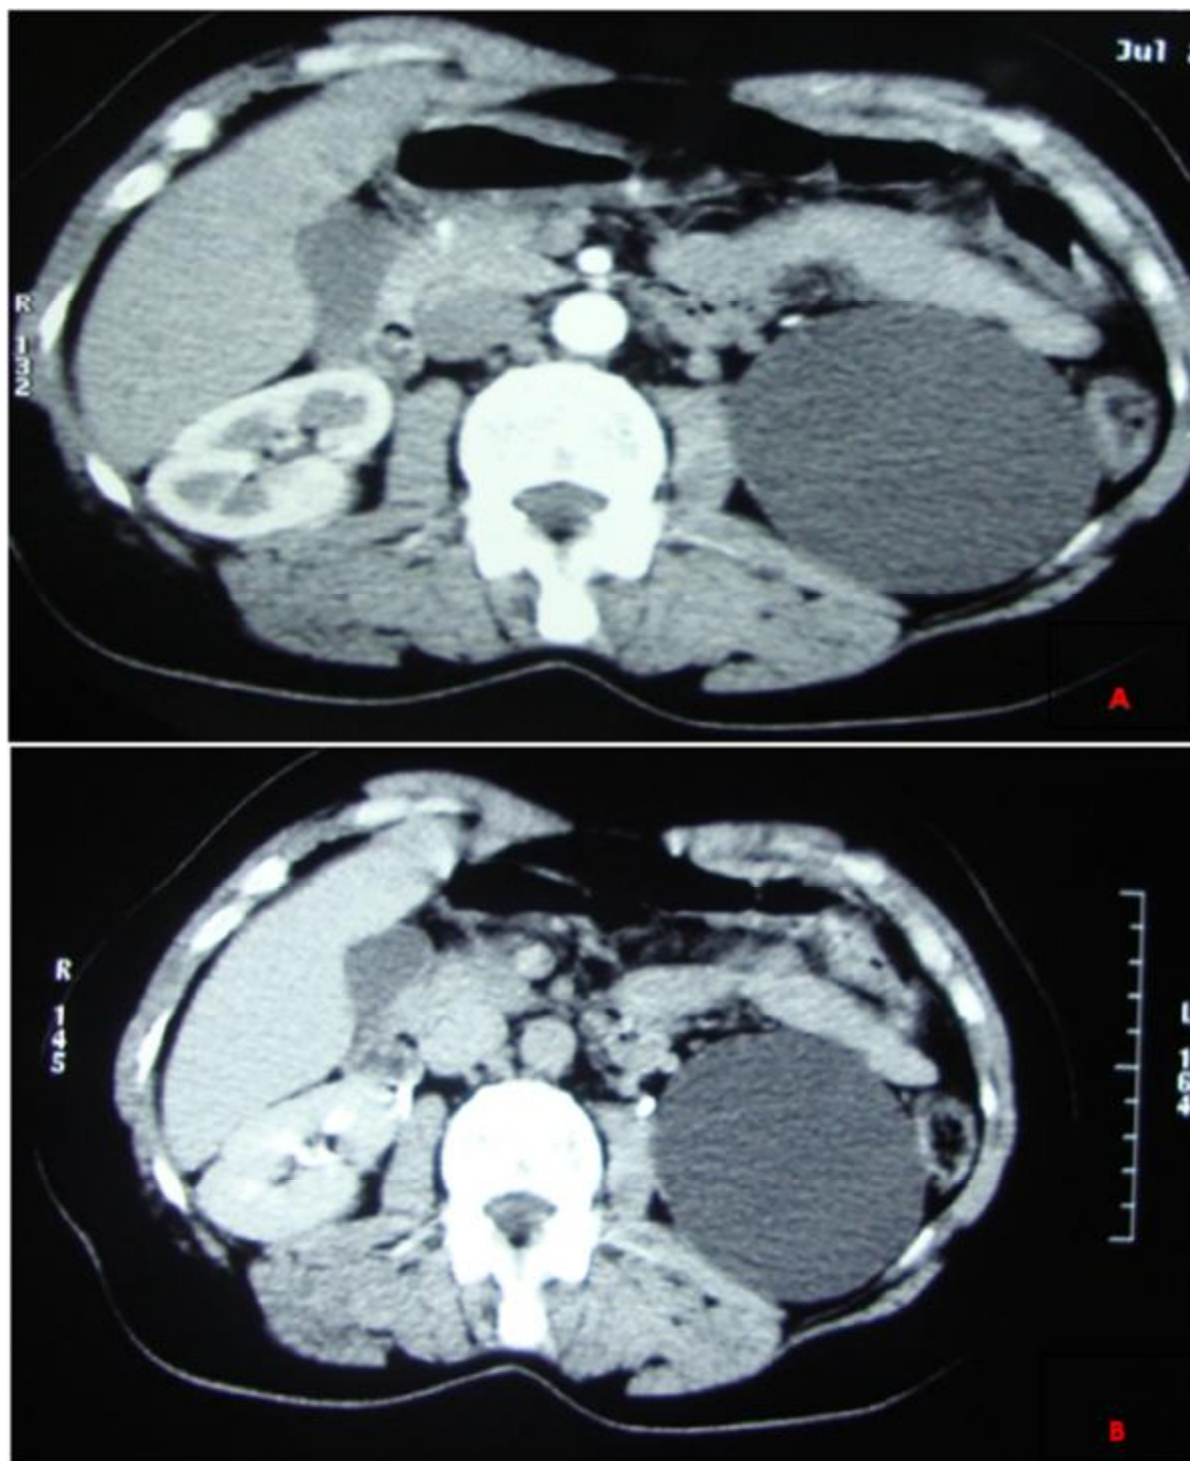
Coupe TDM C+ (A : temps artériel ; B : temps néphrogénique) montrant un Kyste rénal simple gauche polaire inférieur. Absence de rehaussement du contenu du kyste et de la paroi.
